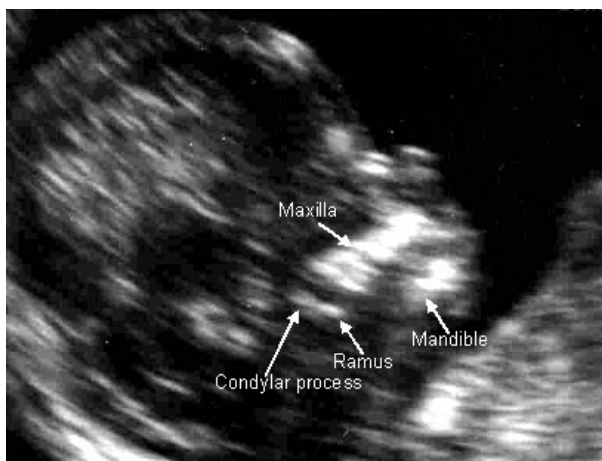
12 周胎儿的超声图，显示上颌(maxilla)长度的量度。
